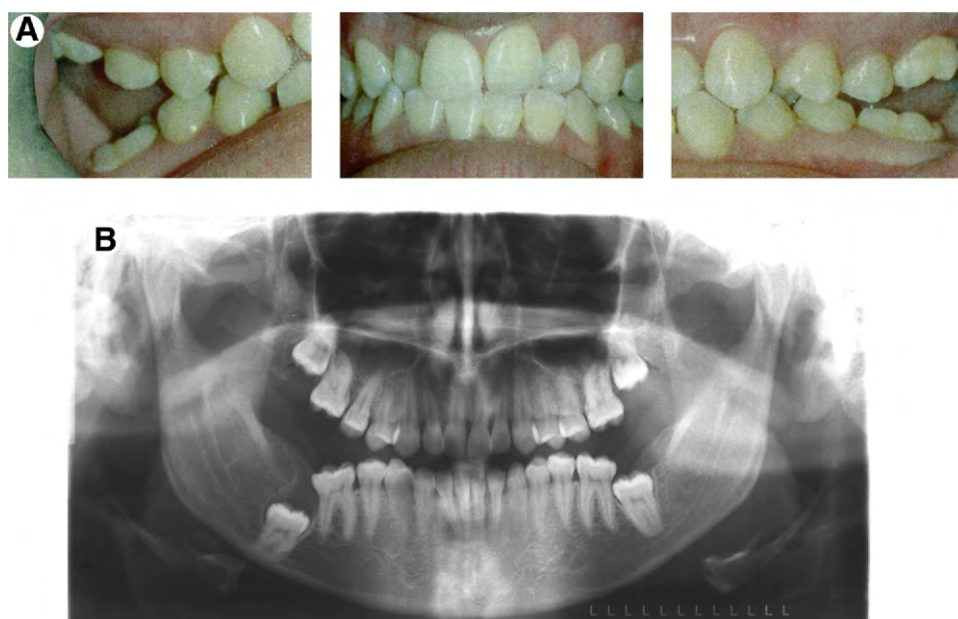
(3) Cas d'un patient présentant un DPE généralisé aux 4 secteurs. A) On peut voir en vue exobuccale les infractions latérales postérieures droite et gauche. B) Le chemin d'éruption de la deuxième molaire inférieure droite est nettement visible sur la radiographie panoramique.
